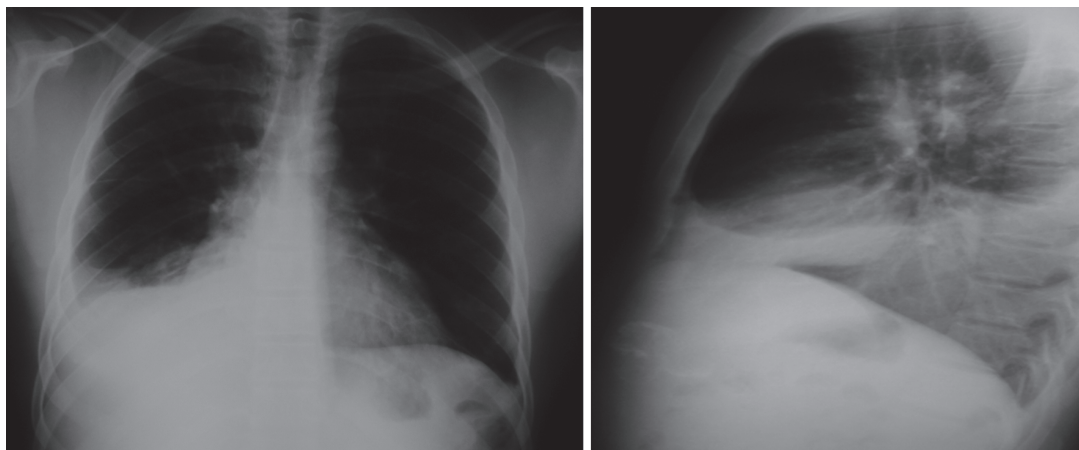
Radiografía del sitio de remisión (visión postero-anterior y lateral. 06/01/05 Derrame pleural derecho. El control 11/01/05 tenía persistencia del derrame pleural derecho sin signos de consolidación
